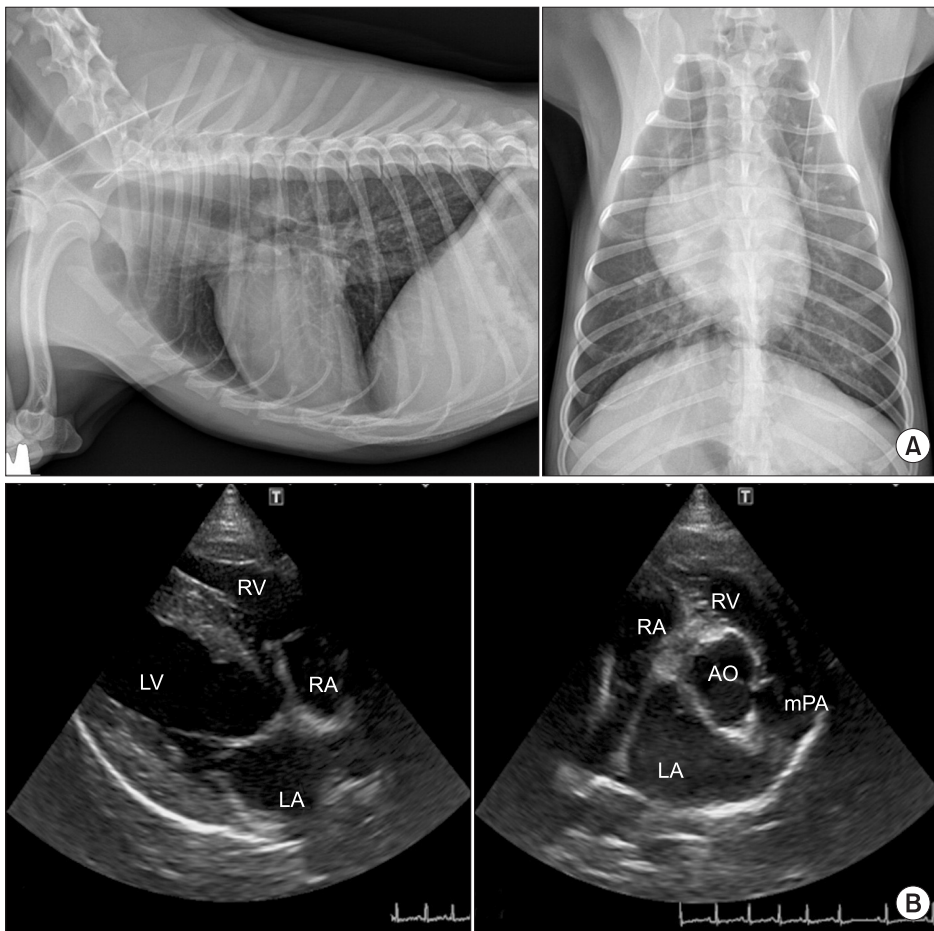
(A) Radiography of Dog_1, 1: right lateral recumbency, 2: dorsal recumbency. (B) Echocardiography of Dog_1, 1: LA, left atrium; LV, left ventricle; RA, right atrium; RV, right ventricle, 2: AO, aorta; mPA, right main pulmonary artery.
